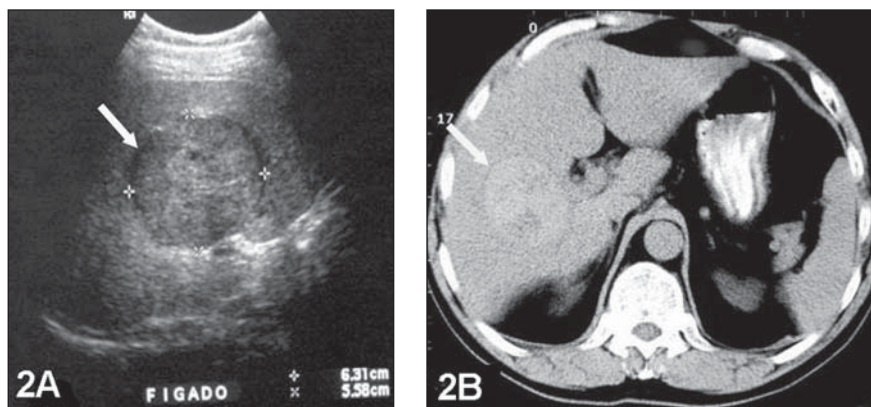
Hepatocarcinoma expansivo. Na US (A) nota-se massa encapsulada (seta). Na TC sem contraste (B) a lesão apresenta-se hiperdensa devido à presença de ferro e cobre (seta). Na RM em T1 (C) e com gadolínio (D) a lesão apresenta-se bem definida e com cápsula fibrótica (seta).
